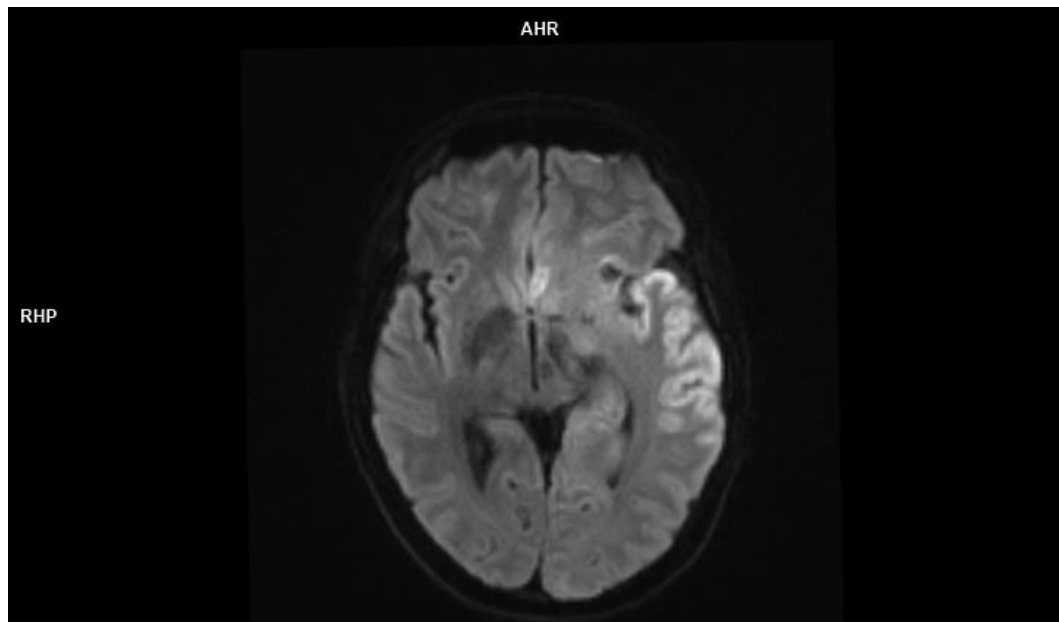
Magnetic resonance (MR) diffusion-weighted imaging (DWI) obtained on day 10 of hospitalization demonstrates progression of inflammatory changes, with diffusion restriction involving the entire left temporal lobe and the left insula, extending superiorly to the level of the left frontal region.
